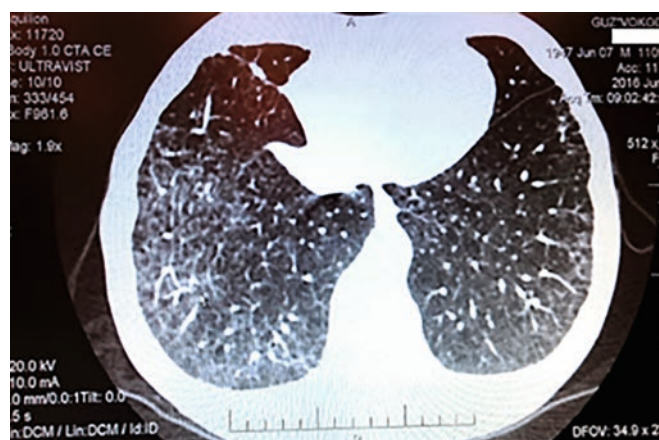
МРТ-картина легочного фиброза у пациента 68 лет, получавшего лечение по программе ABVD
